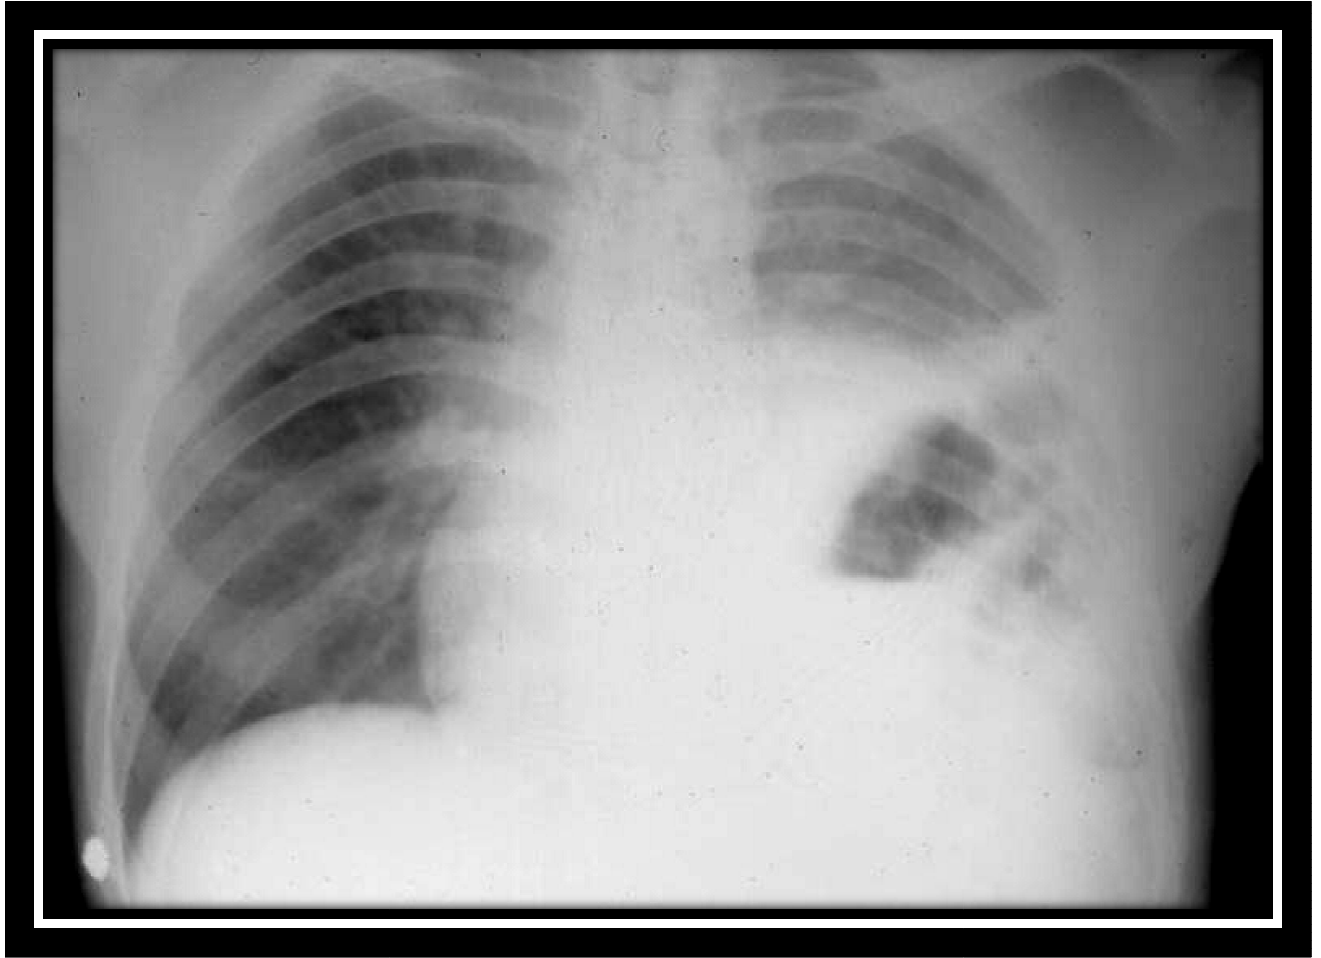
A.Radiographie thoracique de face montrant une opacit  basale droite avec disparition de la coupole diaphragmatique, un niveau hydro-a rique et d viation cardiaque.
